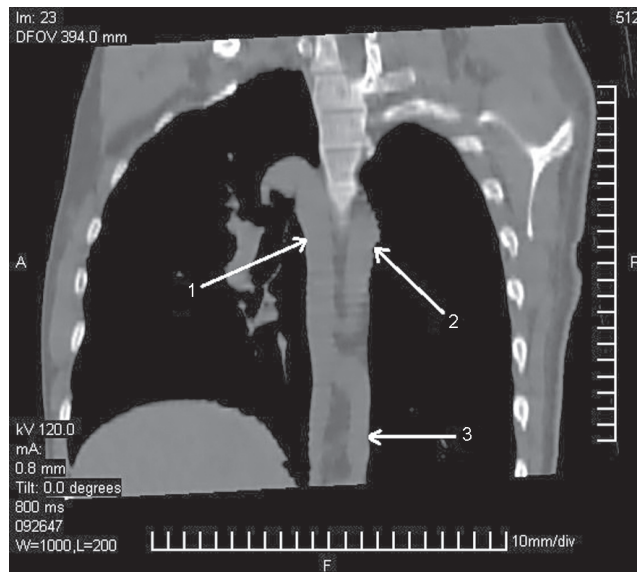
СКТ-флебография грудной полости (продольный срез). Дилатация непарной и полунепарной вен при гипоплазии НПВ: 1 — непарная вена; 2 — аорта; 3 — полунепарная вена
